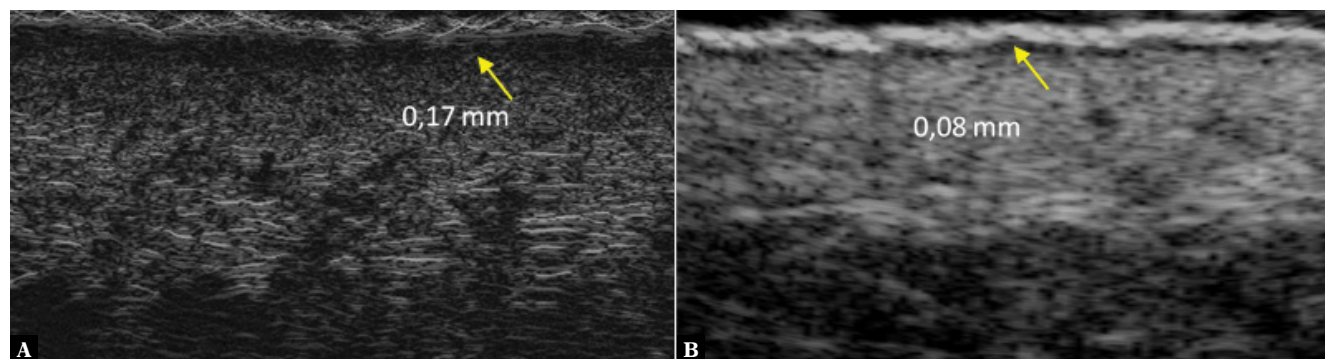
Ultrasonograficzny obraz skóry zdrowej: A. Ultrasonografia klasyczna, Philips Epiq5 z głowicą liniową 5–18 MHz. B. Ultrasonografia wysokich częstotliwości DermaMed, głowica 48 MHz. C. Mieszki włosowe, DermaMed. D. Gruczoły potowe – czoło, DermaMed
